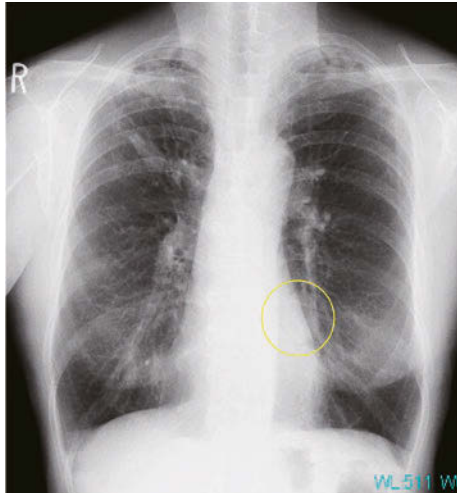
Chest radiography. Chest radiography showed a trabecular shadow in the upper right lung field, tram-line shadows in the lower right lung field, and a mass shadow (yellow circle) in the lower left lung field.
